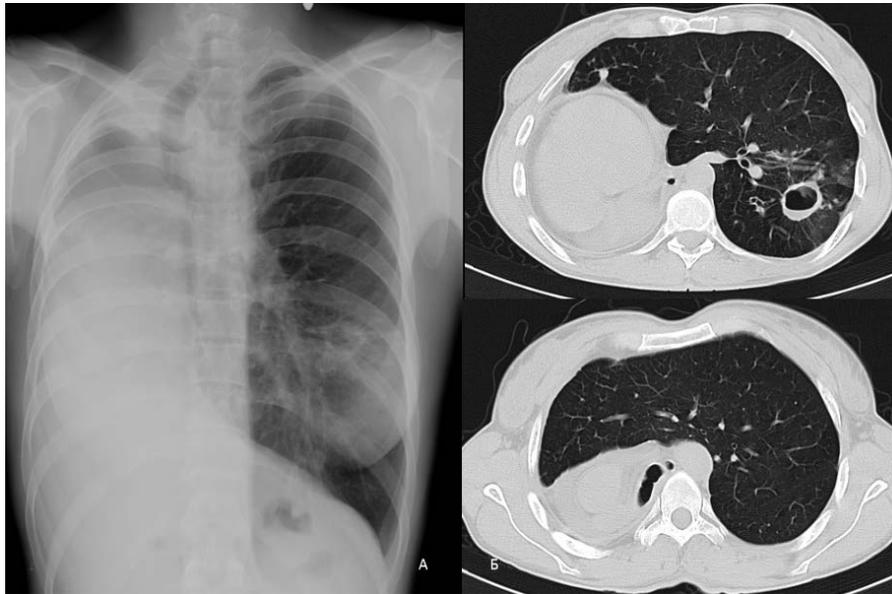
Рентгенография (А) и компьютерная томография (Б) при поступлении
